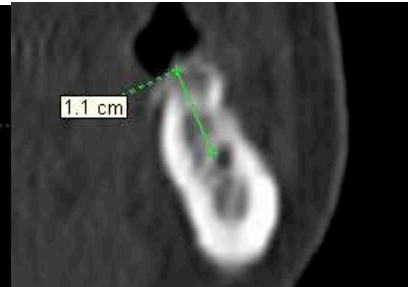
компьютерная томограмма области 46 после реконструкции(визуализируется вестибулярное выведение центра гребня)
